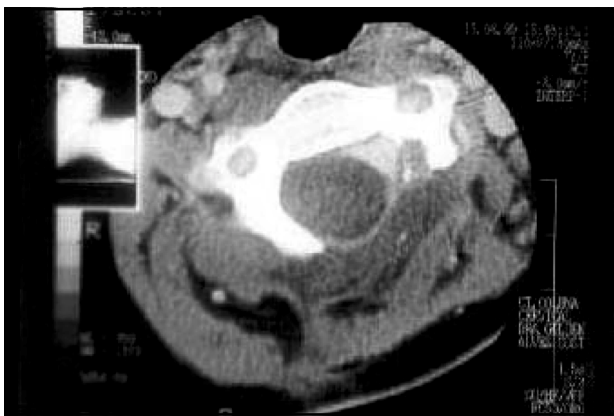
Tomografia Computadorizada pós-operatória de Granuloma Eosinofílico em hemilâmina esquerda de C2.
